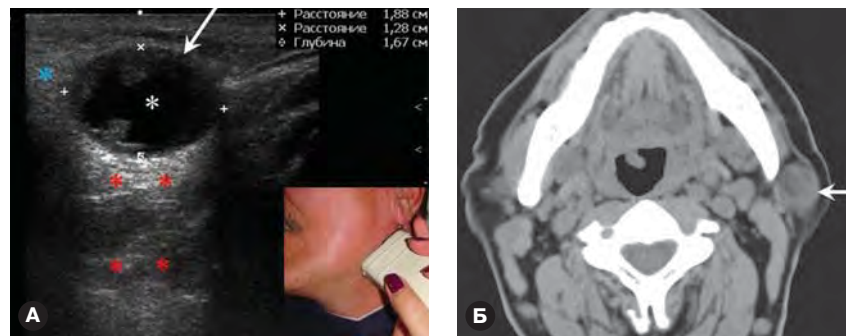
Мономорфная аденома (аденолимфома) левой околоушной слюнной железы. А – на эхограмме в В-режиме в наружной доле слюнной железы (синие звезды), под фасцией визуализируется овальной формы образование (обозначено белой стрелкой) размерами 18×12 мм с четкими границами и ровными контурами. Структура опухоли неоднородная – с анаэхогенной (кистозная полость, белая звезда) и изоэхогенными участками. Артефакт дистального акустического усиления (характерный для содержащих жидкость образований) позади опухоли обозначен красными звездами. При компрессии опухоль не изменяет свою форму. В режиме ЦДК кровотоков не определяется. Б – при МСКТ по задненижнему краю околоушной железы определяется гомогенное образование (обозначено белой стрелкой) размерами 18×13 мм и плотностью +45 НУ, контраст накапливает до +85 НУ (шкала Хаунсфилда – количественная шкала рентгеновской плотности).
